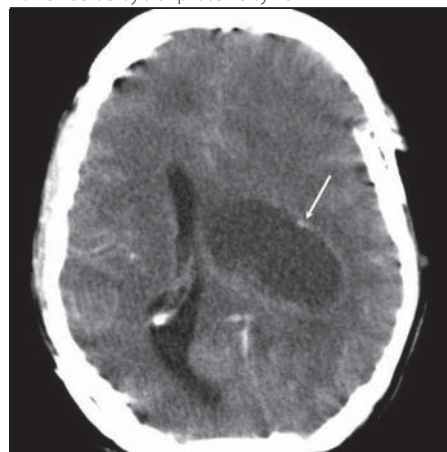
Nativní transverzální CT – hypodenzní masa 6,6 × 2,5 cm s přetlakem střední čáry doprava o 14 mm
